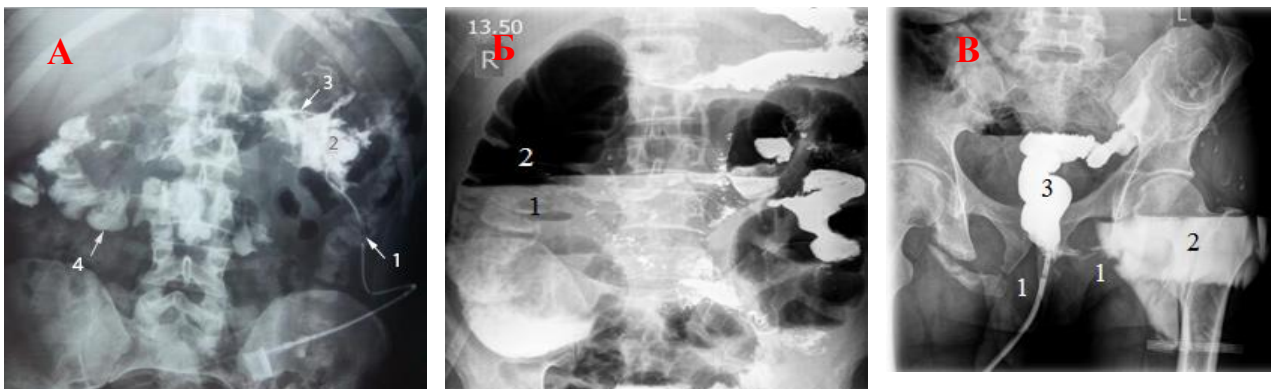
Рентгеноконтрастні дослідження черевної порожнини для діагностики БУ та ускладнень у постраждалих із БТ. А – фістулографія. Панкреатично-товстокишкова норичья. Рентгеноконтрастна речовина введена через встановлений катетер у порожнину абсцесу: 1 – катетер; 2 – заочеревинний гнійник; 3 – панкреатична протока; 4 – товста кишка. Б – гідроперитонеум: 1 – рідина в черевній порожнині; 2 – пневматоз товстої кишки. В – мінно-вибухова травма: 1 – множинні переломи кісток таза; 2 – перелом лівої стегнової кістки; 3 – контраст у товстій кишці.
